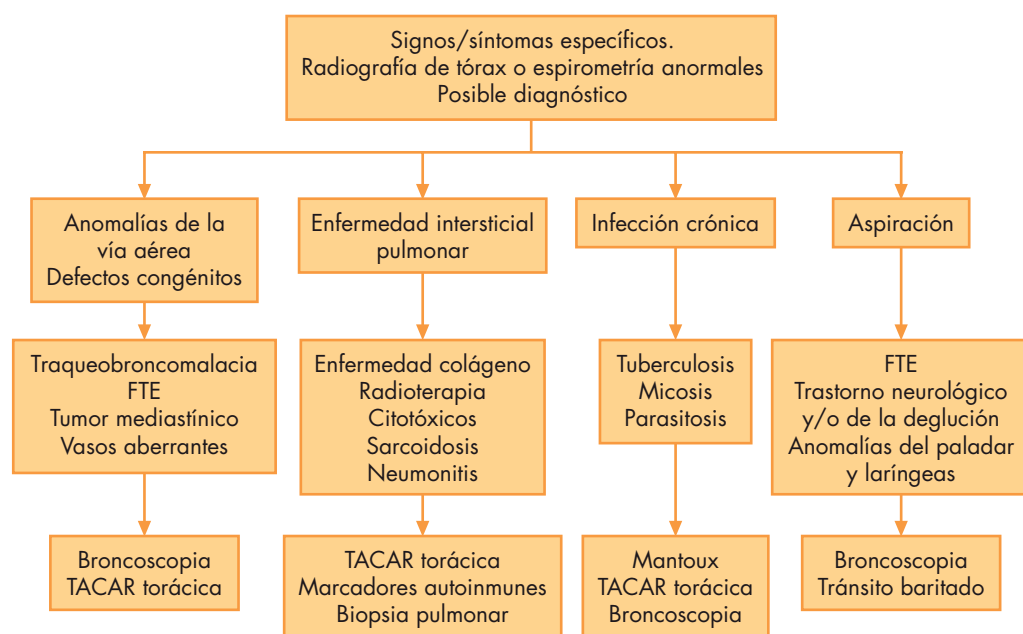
Diagnósticos de la tos crónica con síntomas o signos específicos y exploraciones indicadas. FTE: fístula traqueoesofágica; TACAR: tomografía axial computarizada de alta resolución. Modificada de Chang et al⁷.
